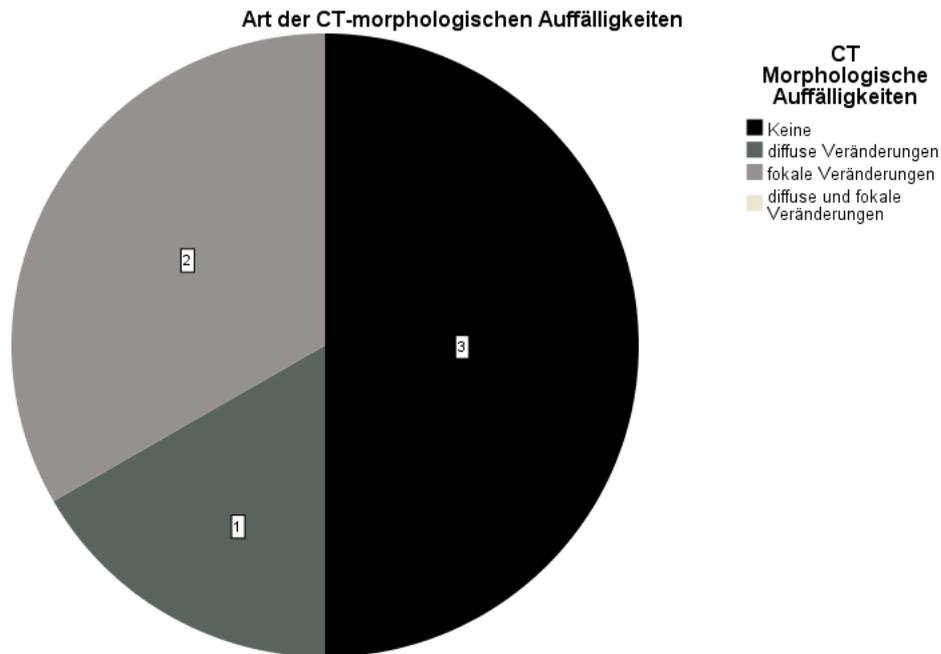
Art der CT-morphologischen Auffälligkeiten
